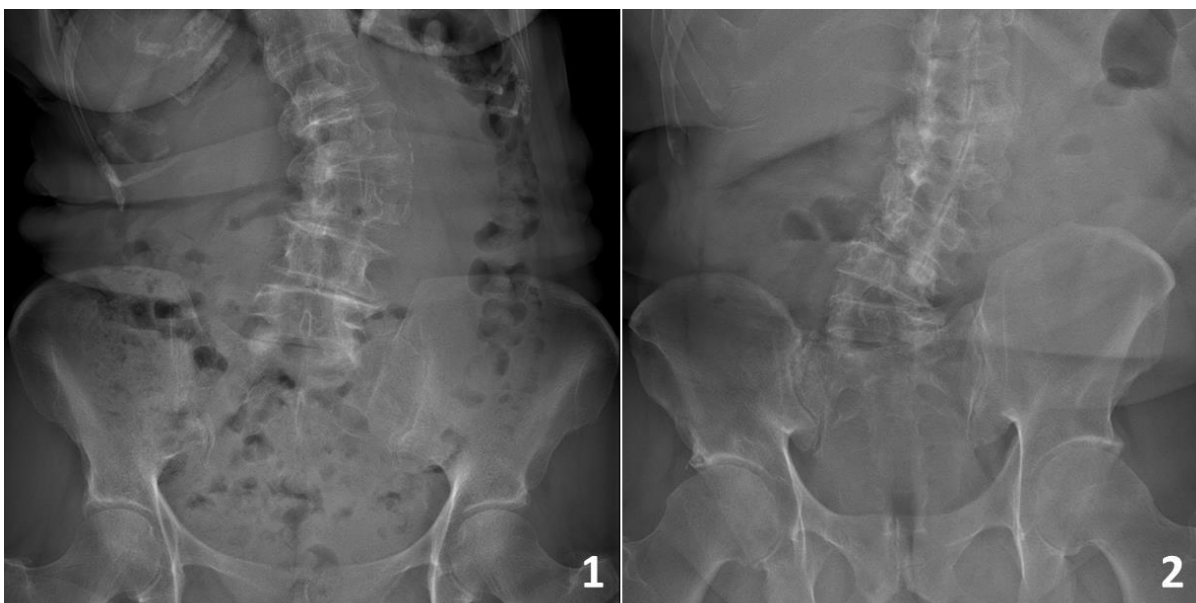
coronal x-rays, L3L4 open rotatory subluxation (1) and L3L4 closed rotatory subluxation (2).
